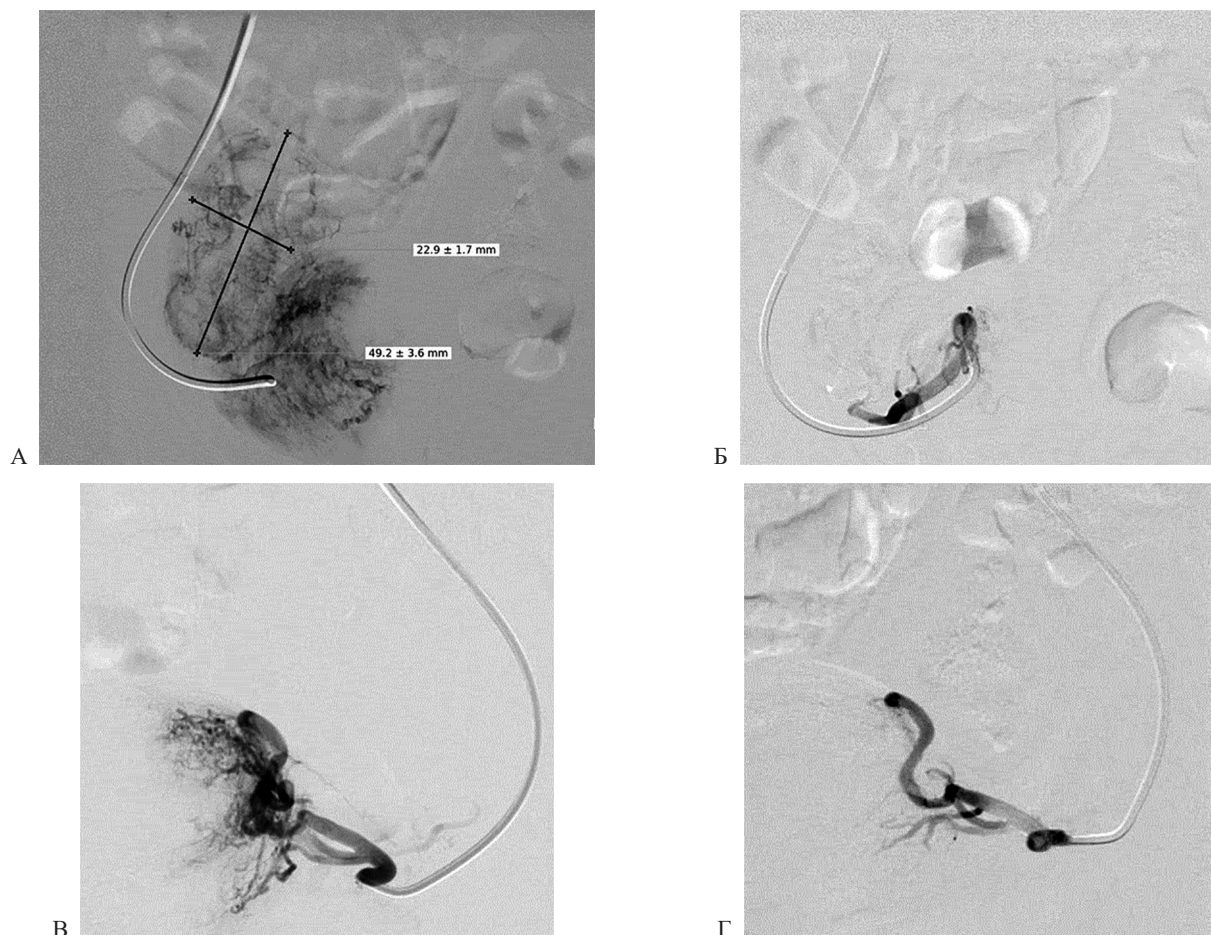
Рентгенологическая картина ЭМА: А — правая маточная артерия до эмболизации, гиперваскулярная зона; Б — правая маточная артерия после эмболизации; В — левая маточная артерия до эмболизации; Г — левая маточная артерия после эмболизации
